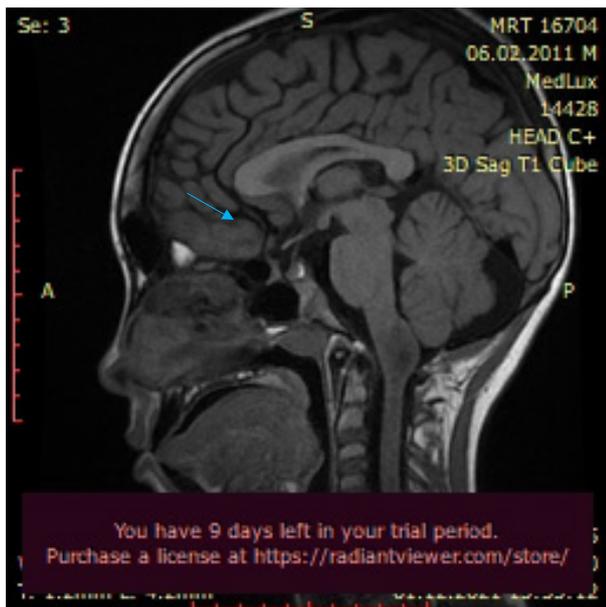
МРТ головного мозга режим T1 01.12.2021.
